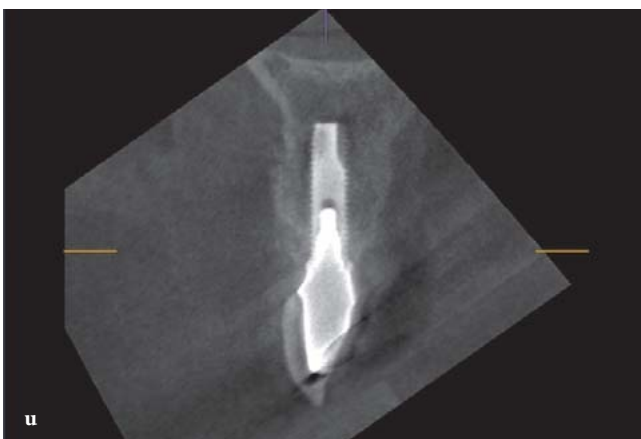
Computertomografie bei der Kontrolluntersuchung nach 1 Jahr.
